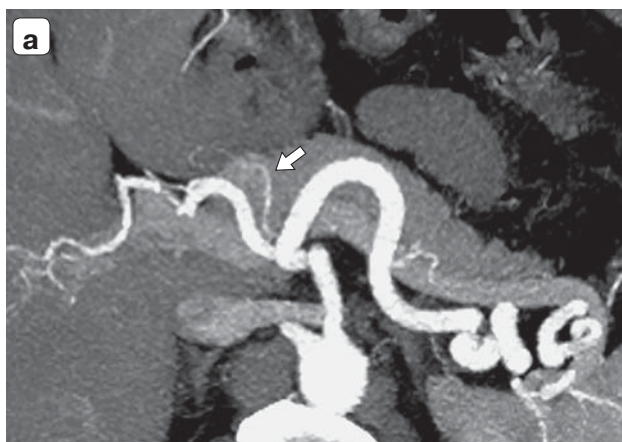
ДПА: а – компьютерная томограмма, аксиальная проекция, ДПА (указана стрелками) отходит от общей печеночной артерии; б – интраоперационное фото, ДПА клипирована и пересечена, культы указаны стрелкой, на красной держалке – общая печеночная артерия.
